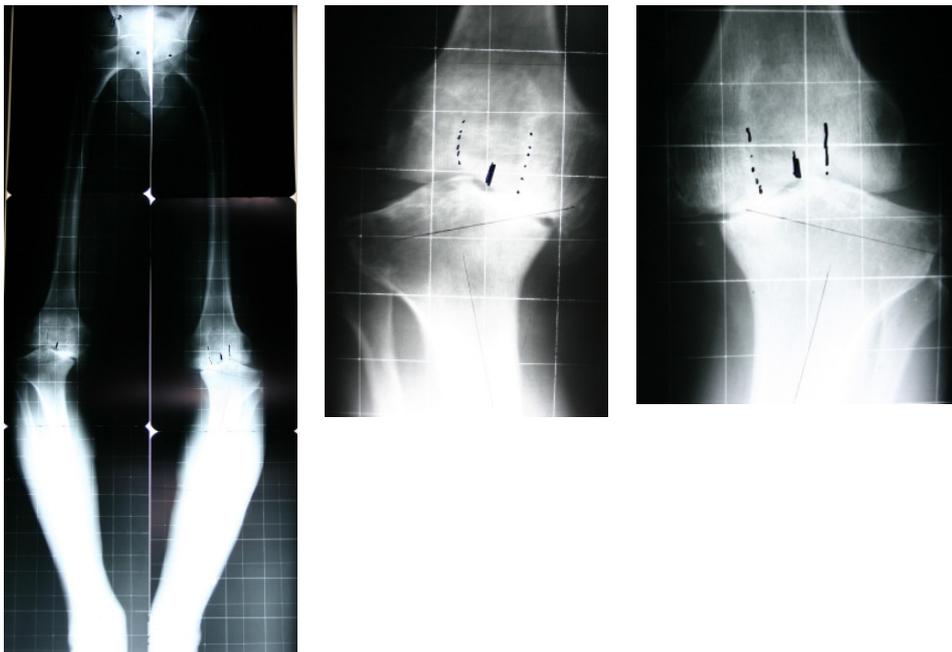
Röntgen Beinachse beidseits und Kniegelenk a.p. beidseits, präoperativ
